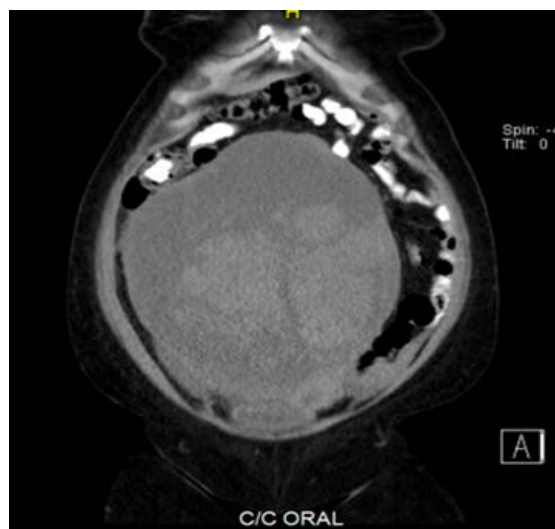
TAC Abdomen y pelvis con doble contraste, corte coronal.
